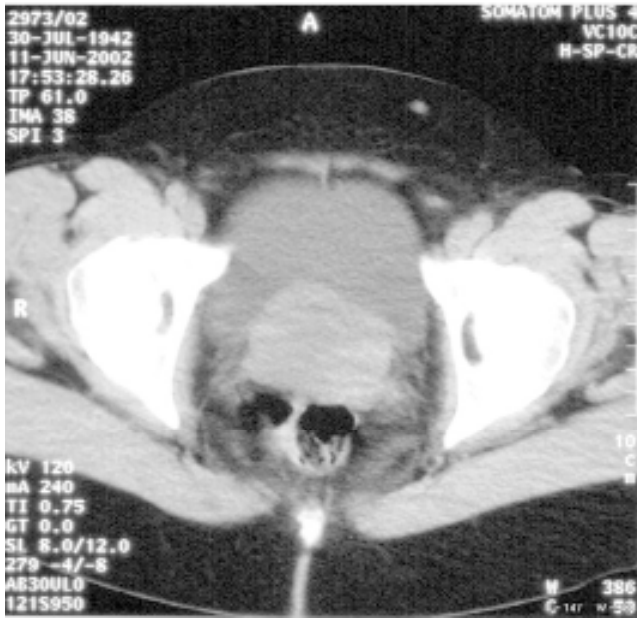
TDM pelvien sans injection. Lésion tissulaire trigonale
